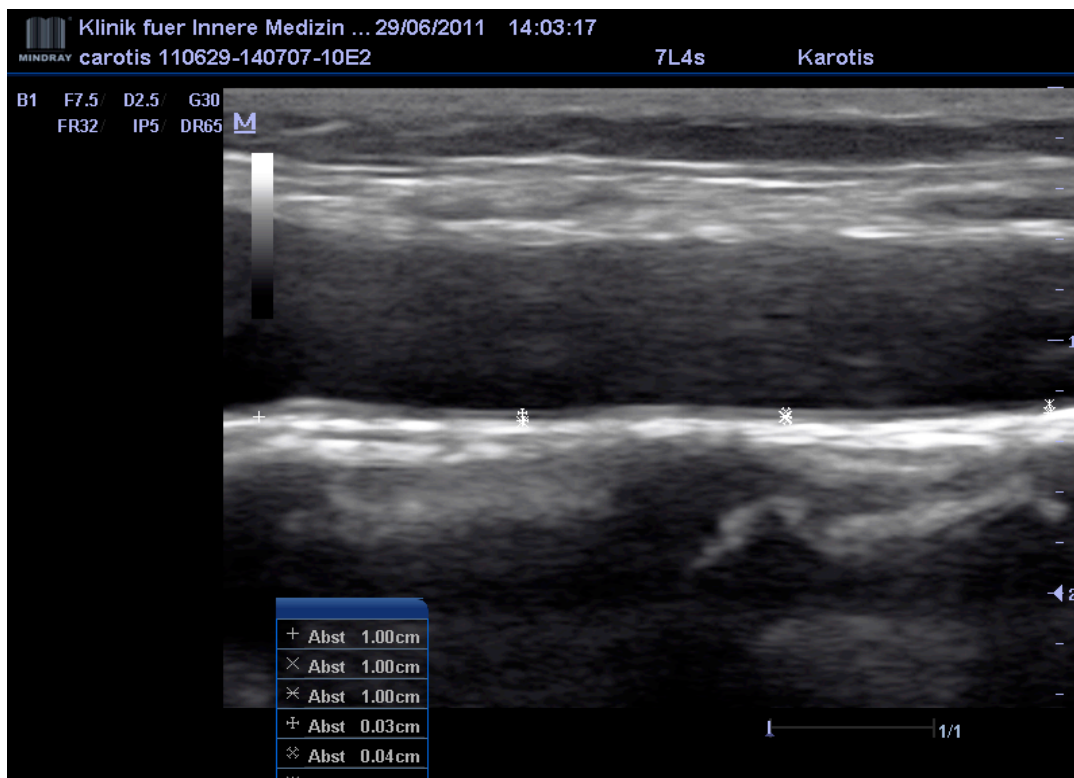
Sonographische Darstellung der distalen A. carotis communes mit Bulbus eines gesunden Probanden im Longitudinalschnitt. Jeweils 1, 2 und 3 cm proximal des Bulbus wurde die IMT an der Hinterwand gemessen
